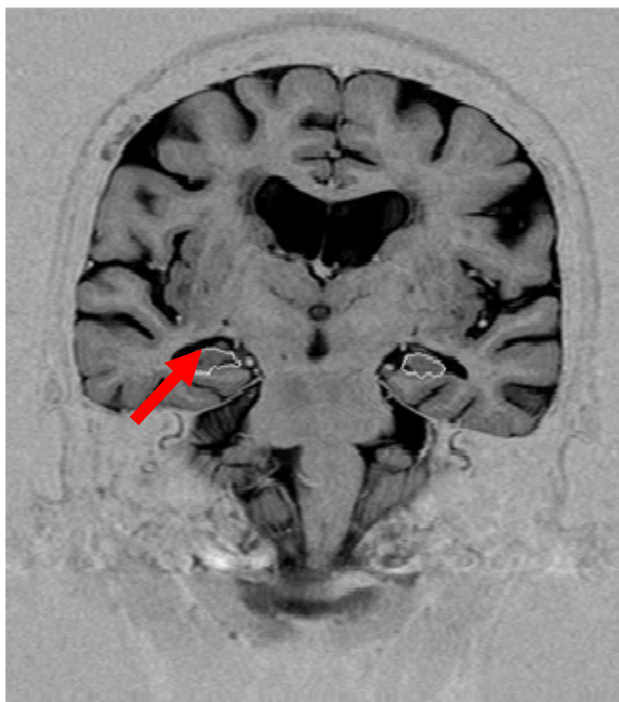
Imagem de volumetria dos hipocampos por RM de um participante com diminuição do volume dos hipocampos
